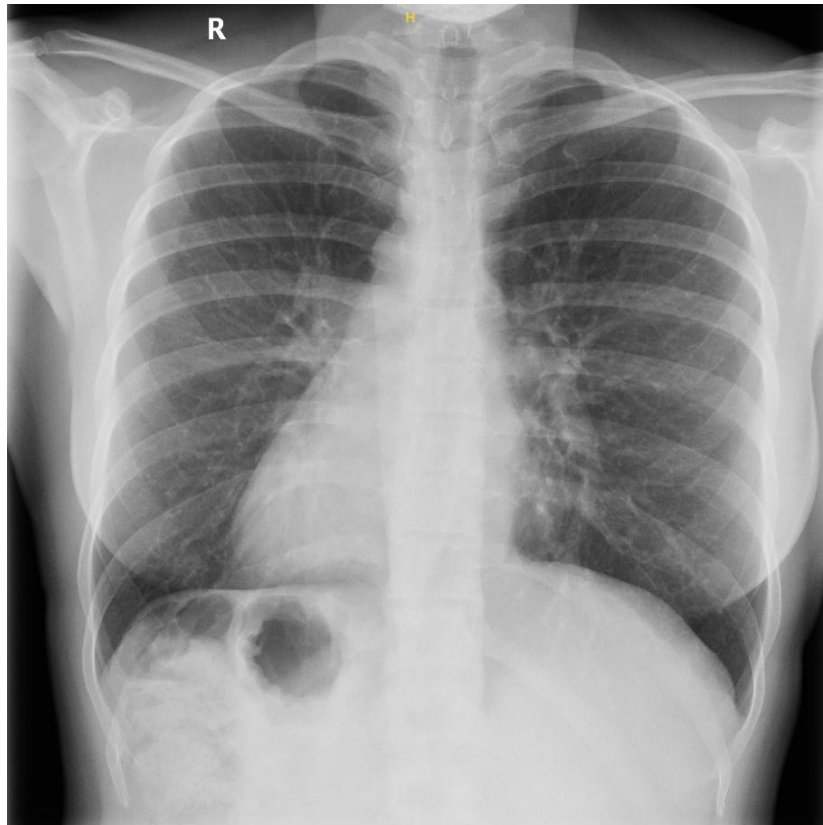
Thoraxröntgen mit Darstellung eines Situs inversus totalis. Quelle: Medizinische Hochschule Hannover, Klinik für Pneumologie und Infektiologie.
